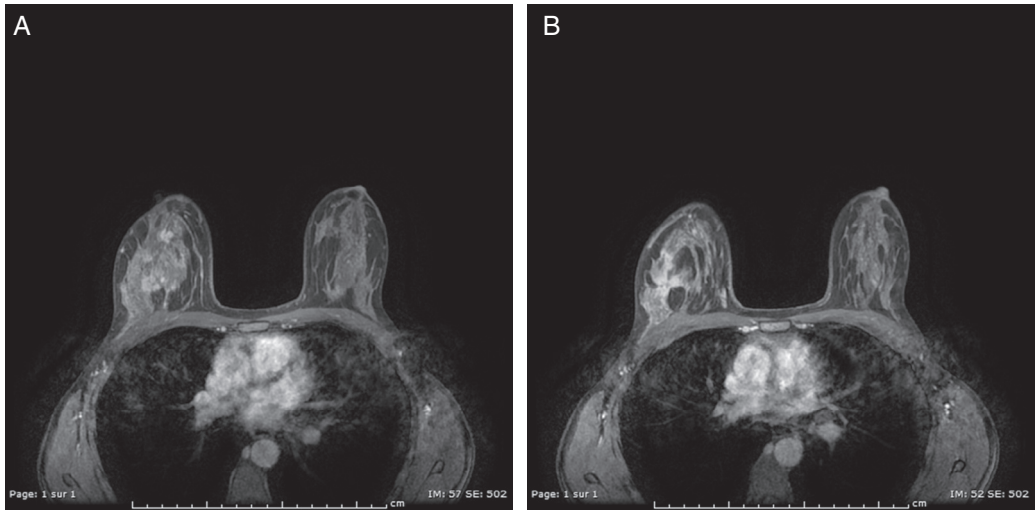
IRM mammaire en coupes axiales, pondération T1 (A) et séquence précoce de l'injection dynamique T1 + gadolinium (B).
